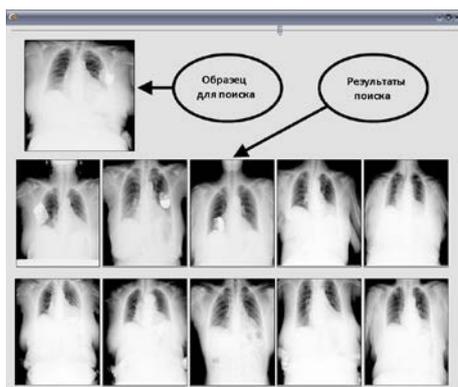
Пример поиска рентгеновских снимков грудной клетки пациентов с кардиостимуляторами
